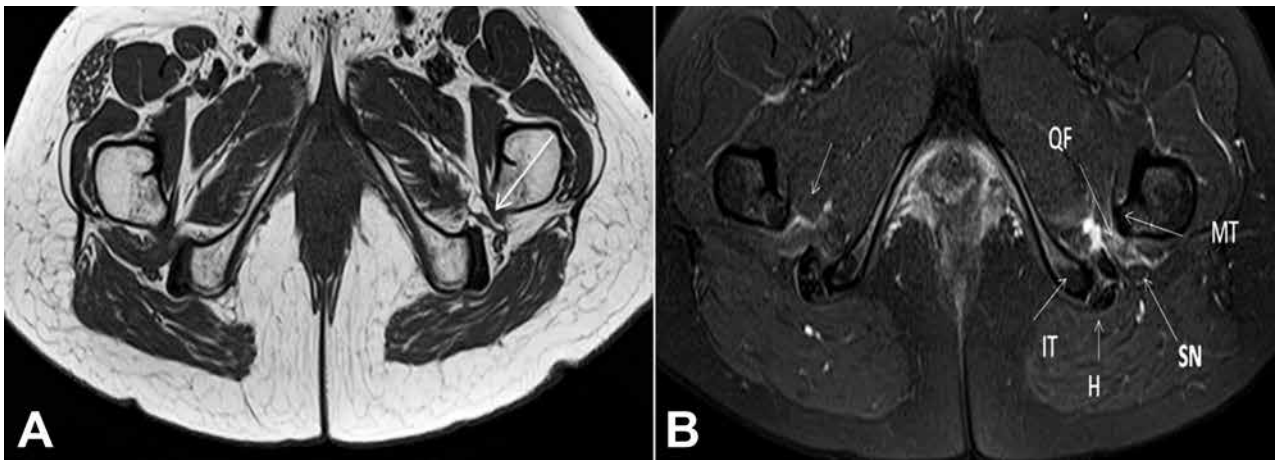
Imágenes de RMN que muestran un estrechamiento del espacio isquiofemoral: A. Corte axial FSE T1-weighted: SGP crónico secundario a banda fibrosa. B. Corte axial FSPD-weighted: SGP agudo con imagen de edema.
